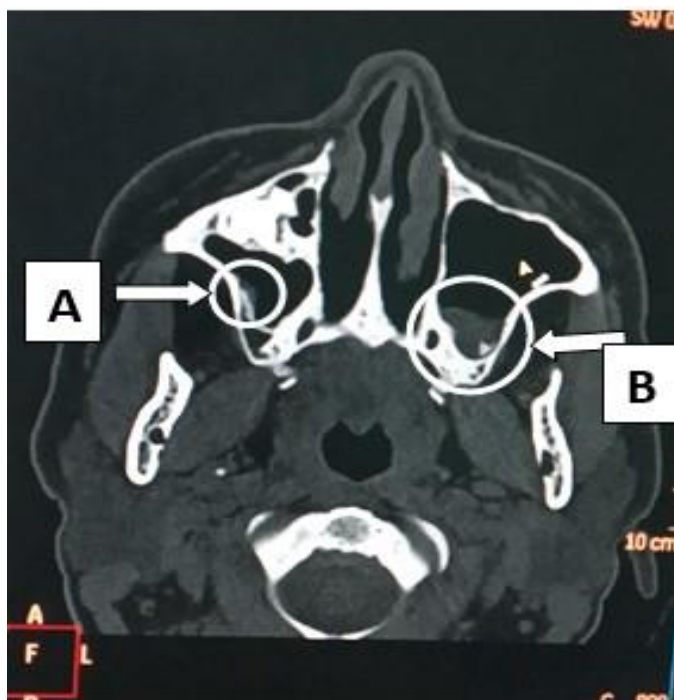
TAC simple de macizo facial: Pequeño pólipo en seno maxilar derecho (A) y engrosamiento mucoso marginal de ambos senos maxilares con predominio izquierdo (B), en corte axial.
